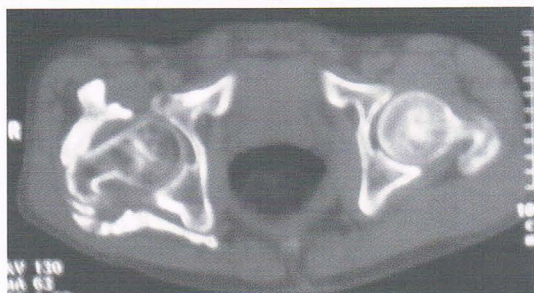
b: Ostéome circonférentiel à la TDM. Avec un ostéome du genou droit, le patient a été confiné à la chaise roulante.
